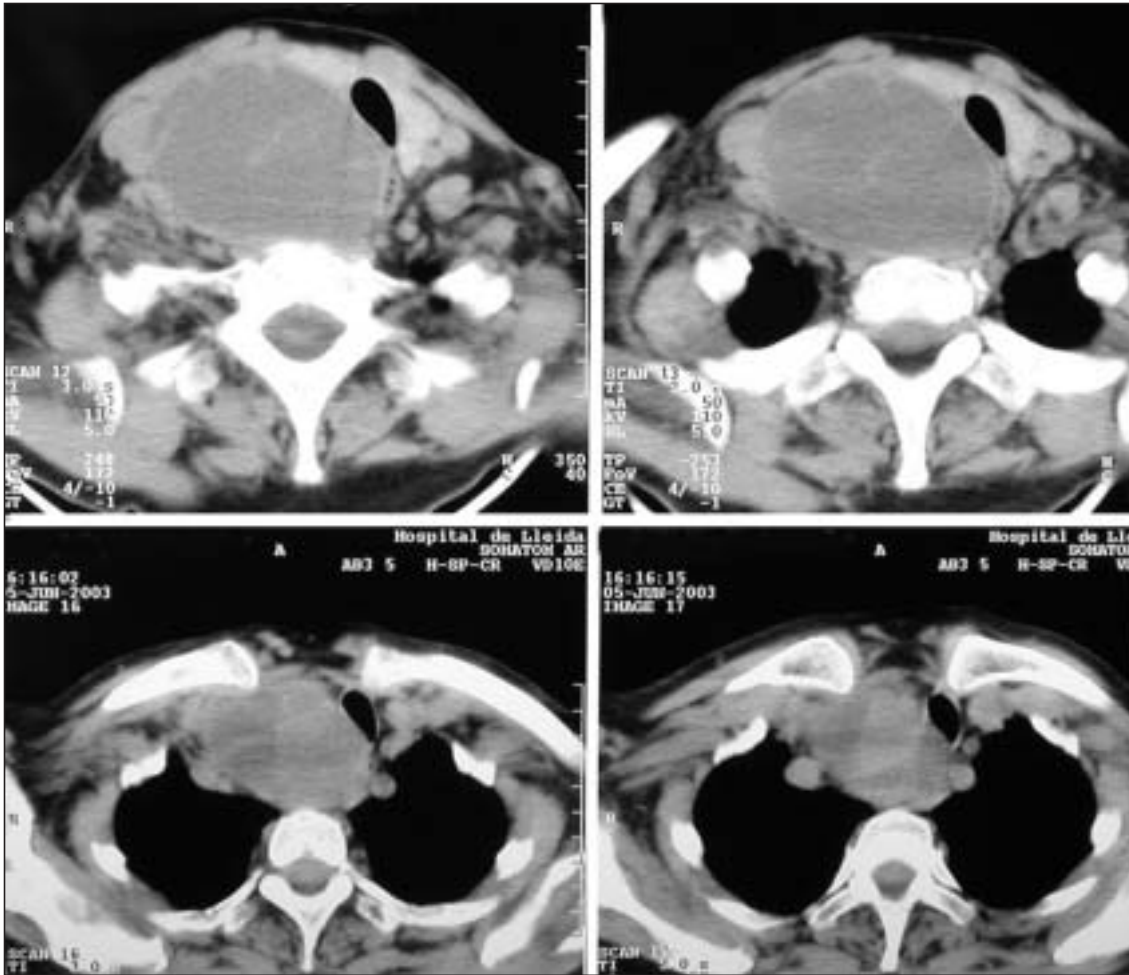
TAC cervical mediastínica que muestra la masa con desplazamiento y estenosis de la tráquea.
